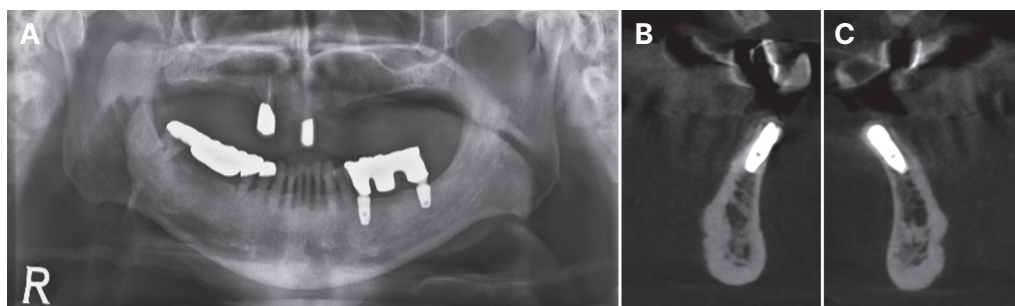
Radiograph of Case 3. (A) Pre-operative panoramic view at the first visit. Crowding and alveolar bone loss are seen on lower anterior teeth. (B, C) CBCT image acquisition after implant first stage operation on #32,42, respectively. Implant fixture is surrounded with augmented bone and placed directly into bone.
